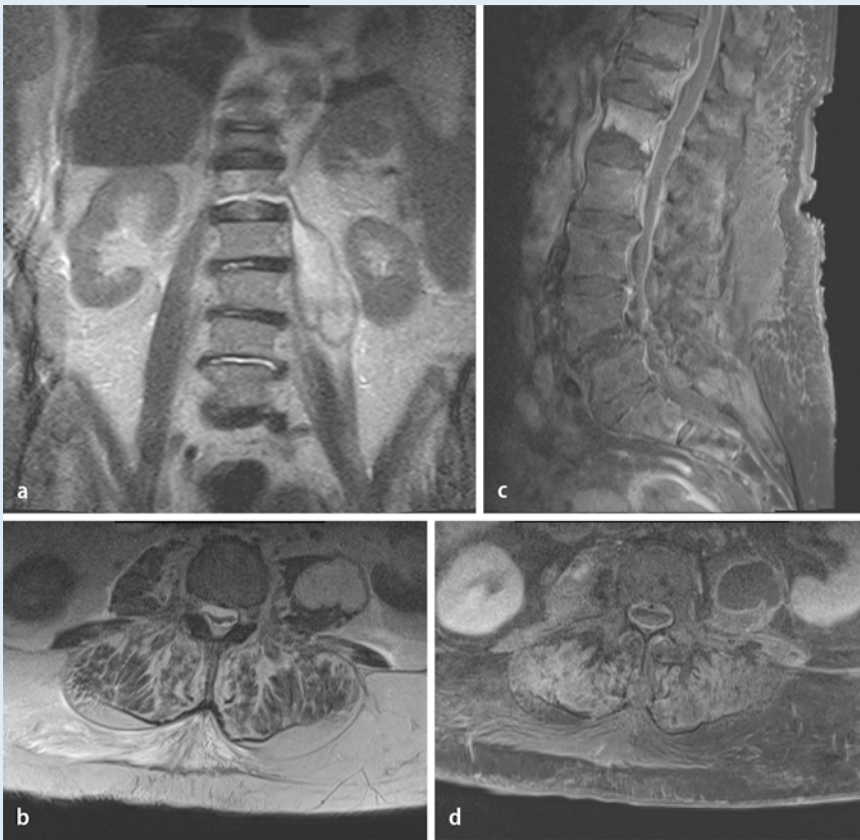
◀ 62-jährige adipöse Patientin mit zunehmender Paraparese, ausgeprägten Lumbalgien und Klopfschmerzhaftigkeit im Bereich des thorakolumbalen Übergangs. Die spinale MRT der LWS und unteren BWS zeigt eine umschriebene Flüssigkeitskolektion im M. psoas links sowie ein Ödem in LWK1 und Flüssigkeitsnachweis im Bandscheibenfach LWK1/2 in koronarer (a) und transversaler (b) T2-gewichteter Untersuchungstechnik. Nach i.v.-KM-Applikation erkennt man bei derselben Patientin in sagittaler (c) und transversaler (d) Schnittführung ein deutliches Enhancement der Wirbelkörper BWK11/12 mit irregulär berandeter Grund- und Deckplatte bei Spondylodiszitis, zudem ein kräftiges durales Enhancement und Nachweis einer kleinen Abszedierung epidural in Höhe BWK11 sowie ein randständiges Enhancement der Abszedierung im M. psoas links. KM Kontrastmittel
